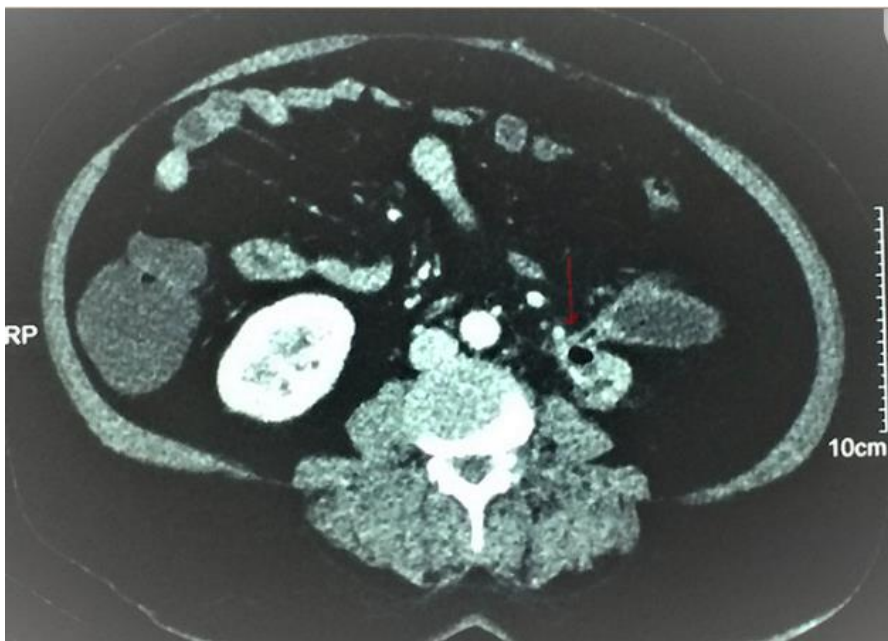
Coupe axiale d'une TDM abdominale C+ montrant le colon gauche venant au contact avec le rein gauche avec passage de produit de contraste au niveau colique traduisant une fistule réno-colique (Flèche rouge)(Diagnostic différentiel) . [131]
